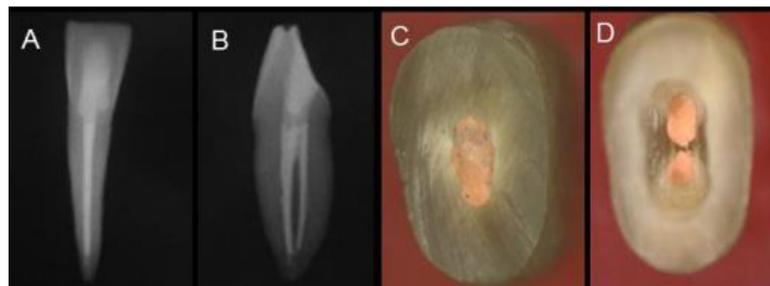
Radiografías y cortes transversales en lateral inferior con dos conductos, tomado de Herrera Morante.
